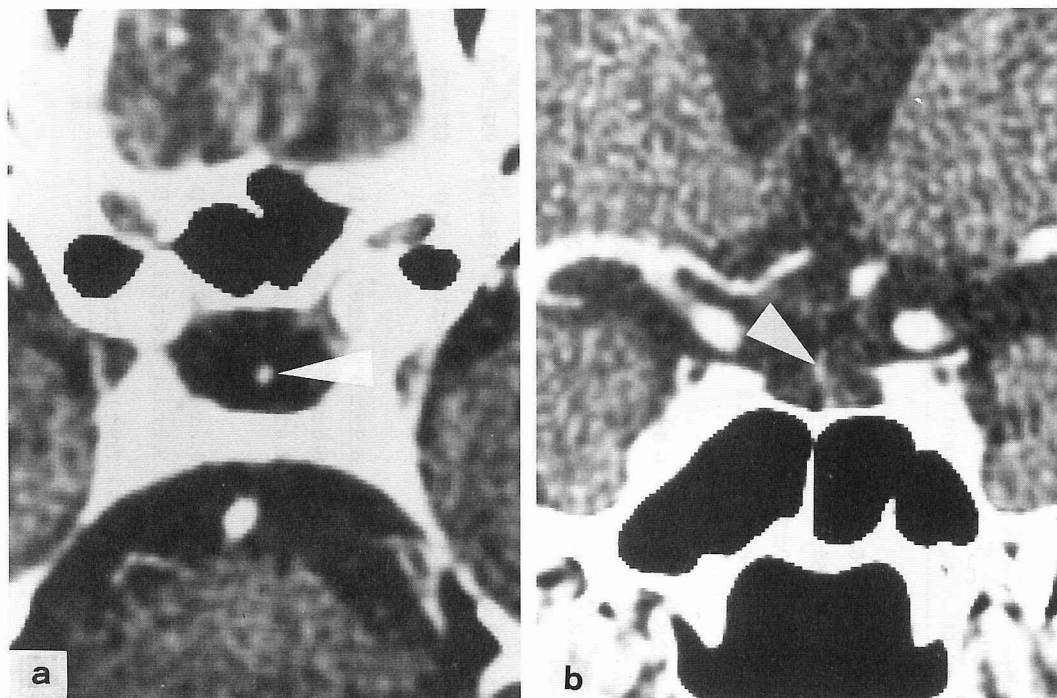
Contrast enhanced CT image of a patient with the primary empty sella syndrome. An area of water density is shown inside the pituitary fossa in continuity with the suprasellar cistern. a : Axial image. The pituitary stalk indicated by an arrow is shown surrounded with water density area in the pituitary fossa. b : Coronal image. The arrow indicates the hypophyseal stalk.
